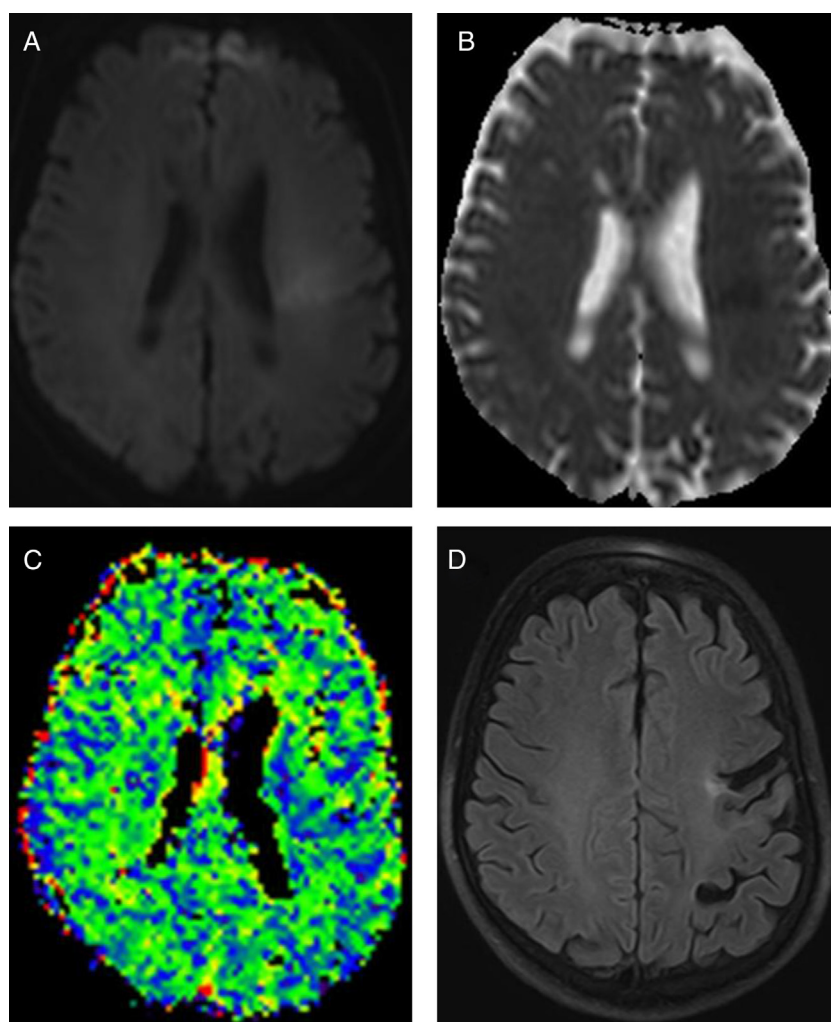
A) RM secuencia ponderada en difusión (DWI). Lesión hiperintensa en la sustancia blanca periventricular izquierda. B) RM mapa de coeficiente de difusión aparente (ADC map). Lesión hipointensa en la sustancia blanca periventricular izquierda. C) RM secuencia ponderada en perfusión (PWI). Tiempo de transito medio (MTT). Defecto de perfusión en la sustancia blanca periventricular izquierda, anatómicamente concordante con la lesión visible en difusión. D) RM FLAIR. Atrofia, pérdida de sustancia y gliosis en circunvoluciones frontales y parietales izquierdas, indicativas de infartos crónicos.
